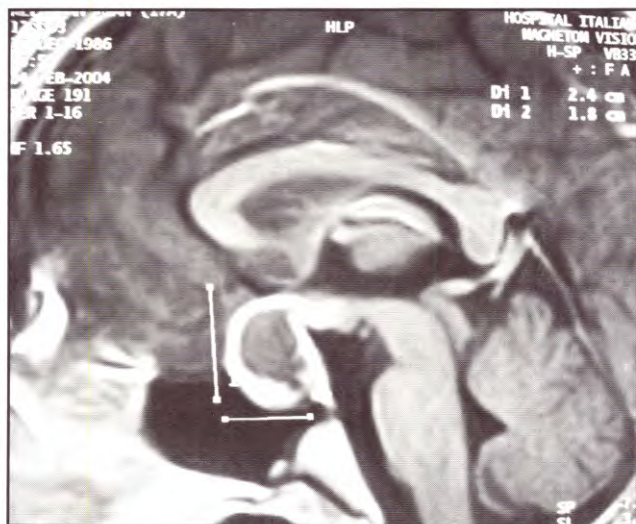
IRM Preoperatoria.
